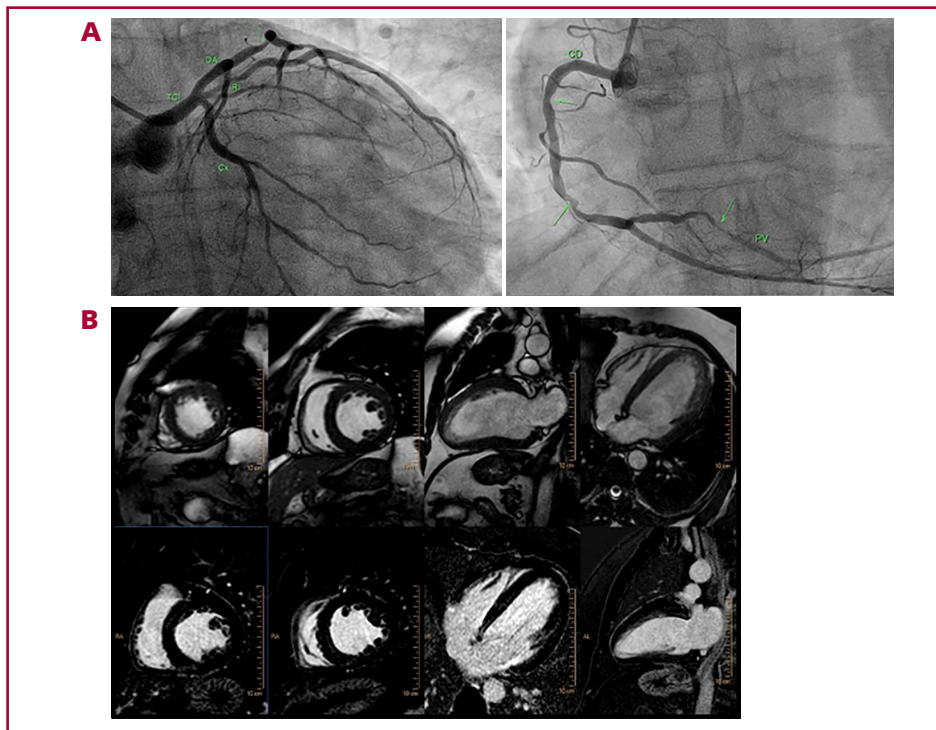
Imágenes de un paciente de 64 años, internado por insuficiencia cardíaca congestiva. A. Coronariografía (CCG) que muestra enfermedad de tres vasos: afectación grave en la arteria descendente anterior (DA), Ramus intermedio (RI) y coronaria derecha (CD). B. Resonancia magnética cardíaca (RMC) que revela un ventrículo izquierdo dilatado con hipoquinesia global, espesores parietales normales y ausencia de realce tardío con gadolinio (RTG), interpretado como miocardiopatía no isquémica necrótica.
